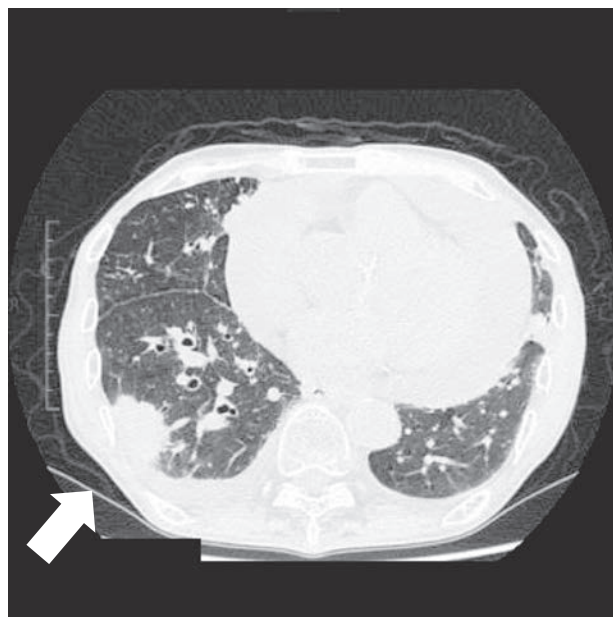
前医胸部単純 CT (肺野条件、当院入院1ヶ月前)
